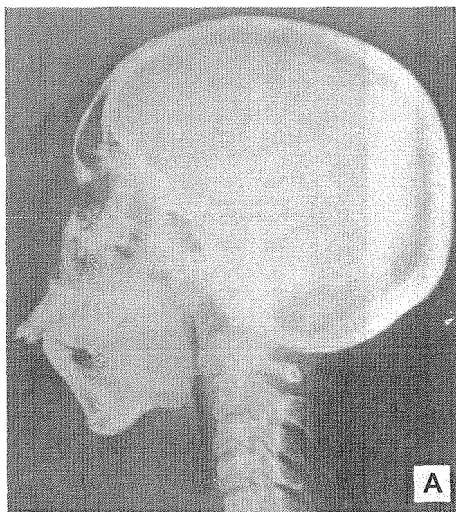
Raporturi distalizate de ocluzie la nivelul molarilor de 6 ani. Aspecte tele-radiografice: A – într-o micrognație mandibulară; B – într-o compresiune bimaxilară asociată cu o ușoară asimetrie facială (C).
